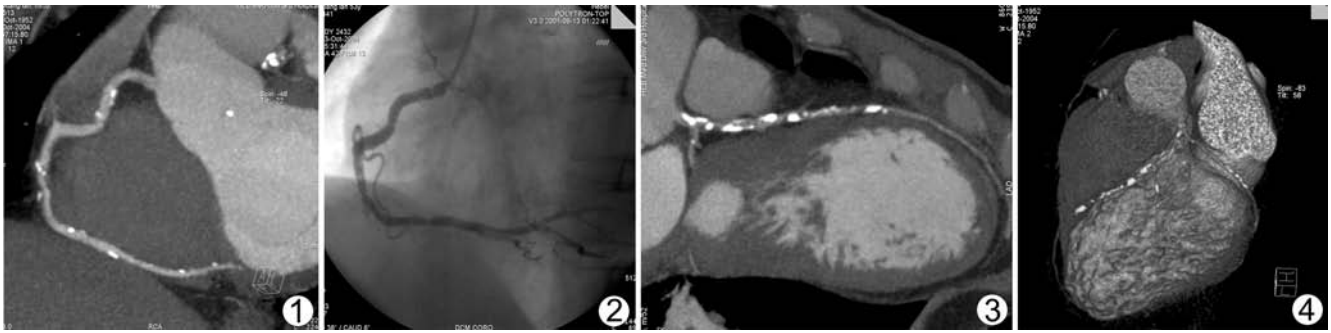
右冠状动脉 MIP 图像显示管腔内多发斑块状低密度充盈缺损,管壁散在斑点状钙化,中段及远段局部管腔中度狭窄 图2 插管法冠状动脉造影显示右冠状动脉中段及远段管腔中度狭窄,与 CTA 结果一致 图3 左冠状动脉主干、左前降支曲面 MIP 图像显示管壁多处斑片状钙化,左前降支近段管腔中度狭窄,左前降支中段重度狭窄 图4 VRT 图像显示了钙化及狭窄的部位
